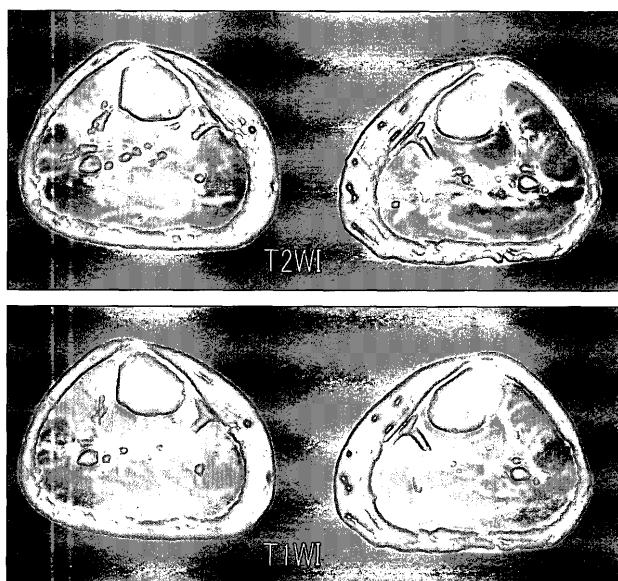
両側下腿部の MRI 画像 (症例 8).
